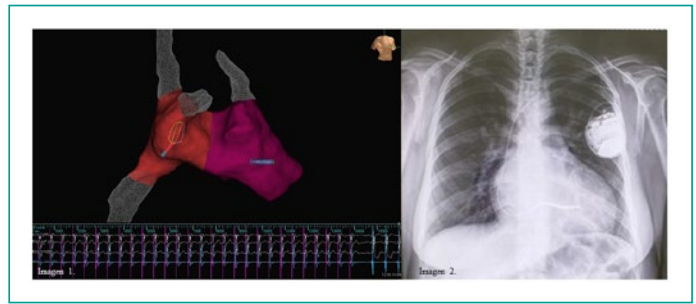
Mapeo tridimensional de cavidades derechas y grandes vasos, y obtención de localización mediante electrograma para implante de DAI monocameral. Imagen 2. Radiografía de tórax posteroanterior con presencia de DAI monocameral y ubicación de electrodo en septum medio distal del VD.
